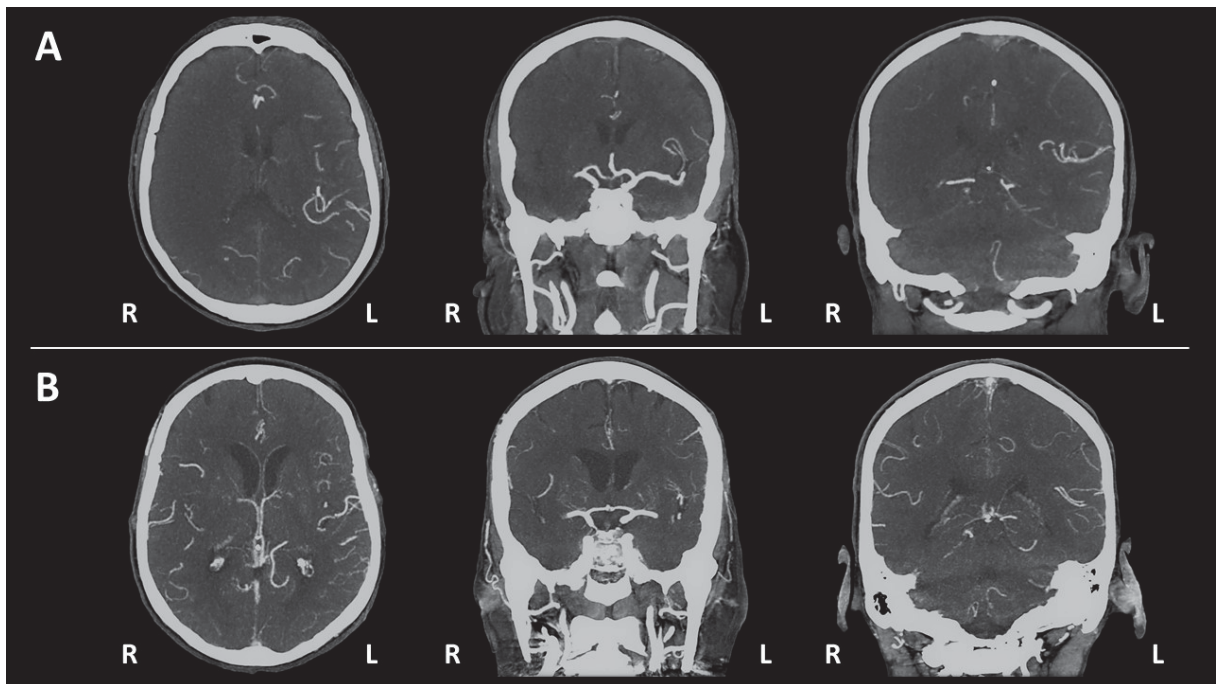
CT-A-Aufnahmen zur exemplarischen Darstellung der Erhebung der Kollateralscores
